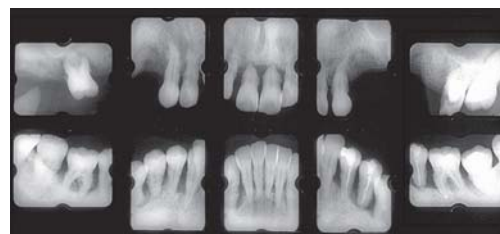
初診時のX線写真(1985/02/04)
